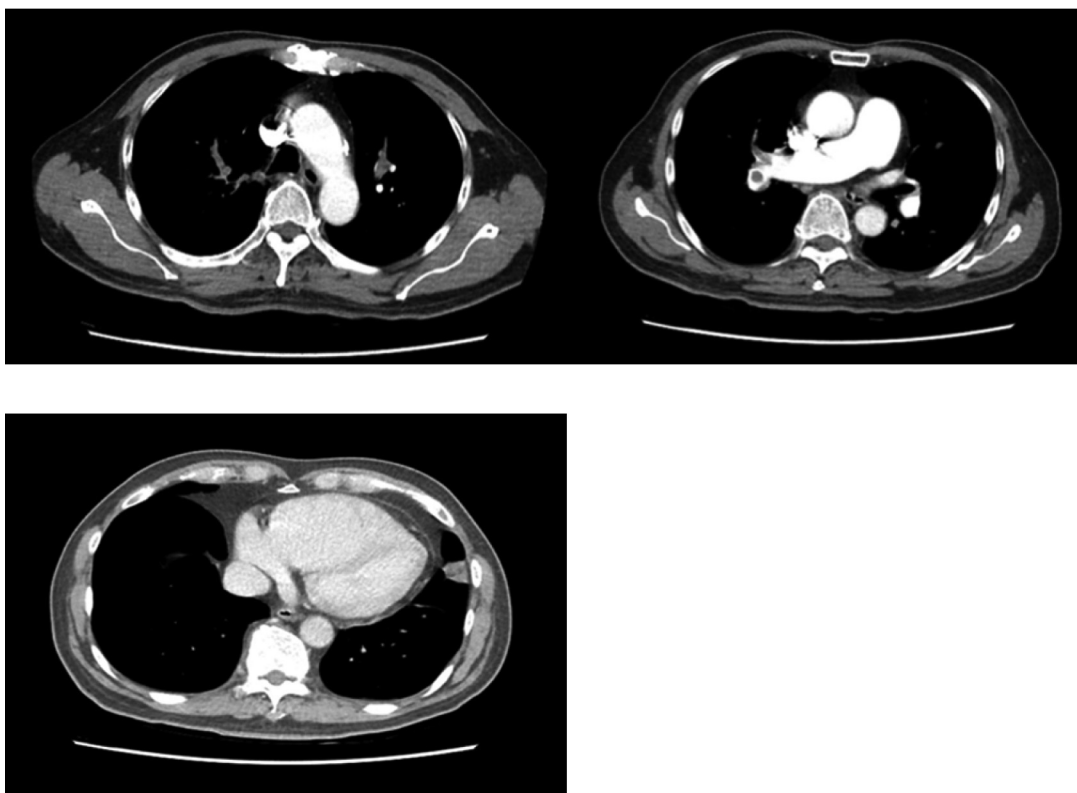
The enhanced chest CT revealed bilateral pulmonary artery thrombosis and consolidation in the peripheral region of left lower lobe.
